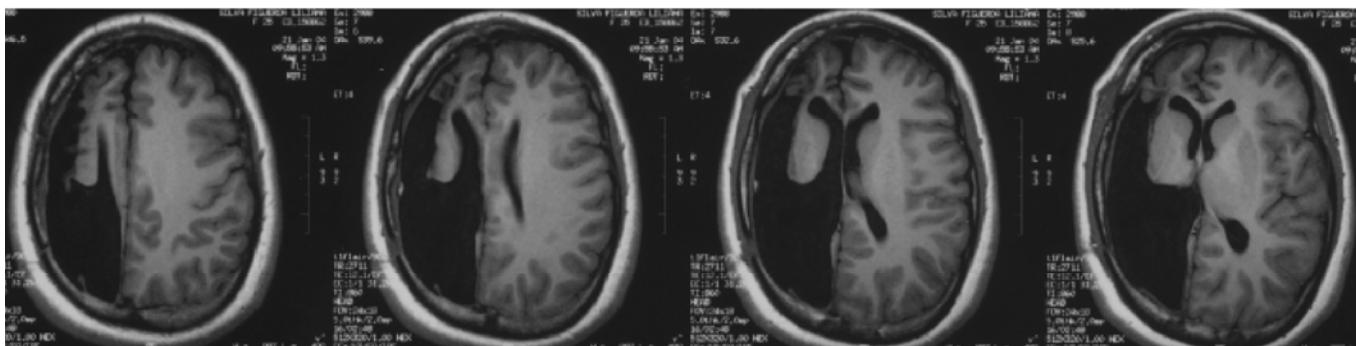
Cortes axiales de RM-T1 en un paciente sometido a una hemisferectomía modificada derecha.
